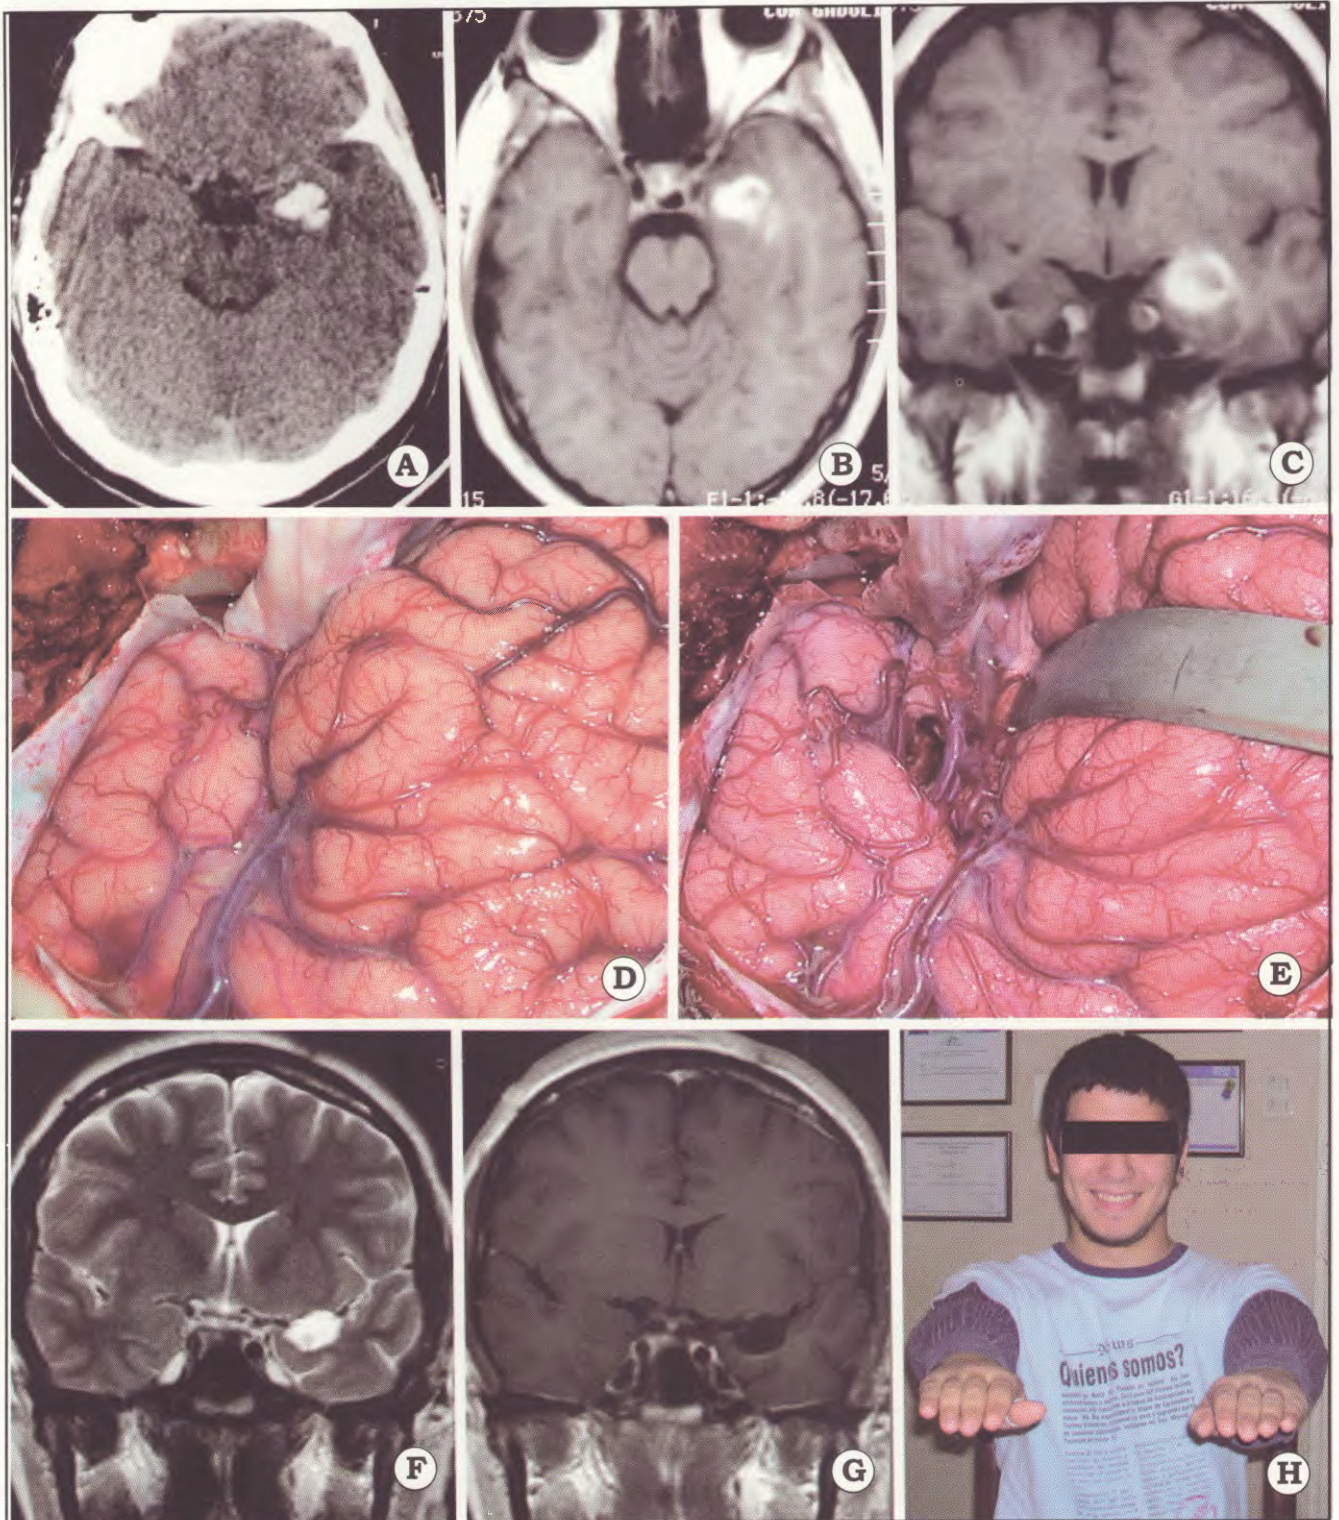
Caso clínico. A. TAC cerebral preoperatoria; B y C, IRM preoperatoria; D y E. fotos durante la cirugía. F y G. IRM postoperatoria. H. Paciente luego de la cirugía.
